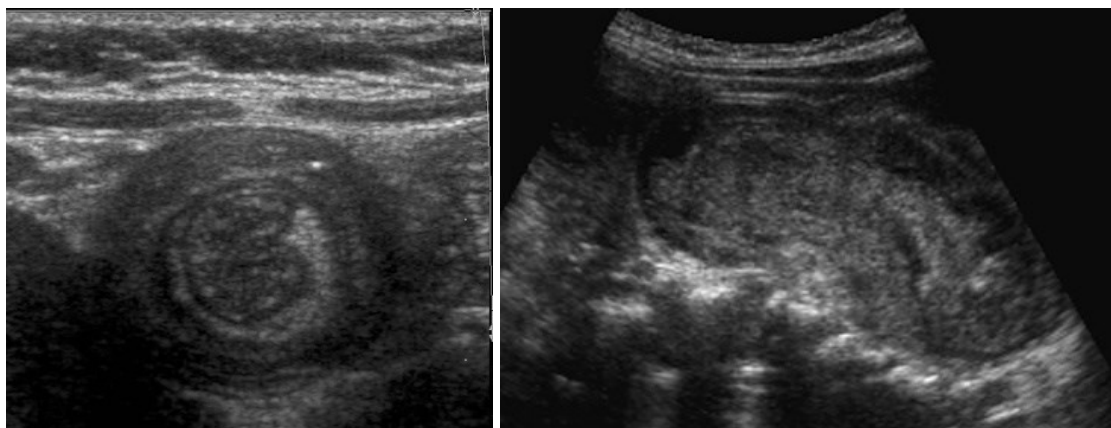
Sonographische Zeichen einer Invagination aus Williams (2008)
